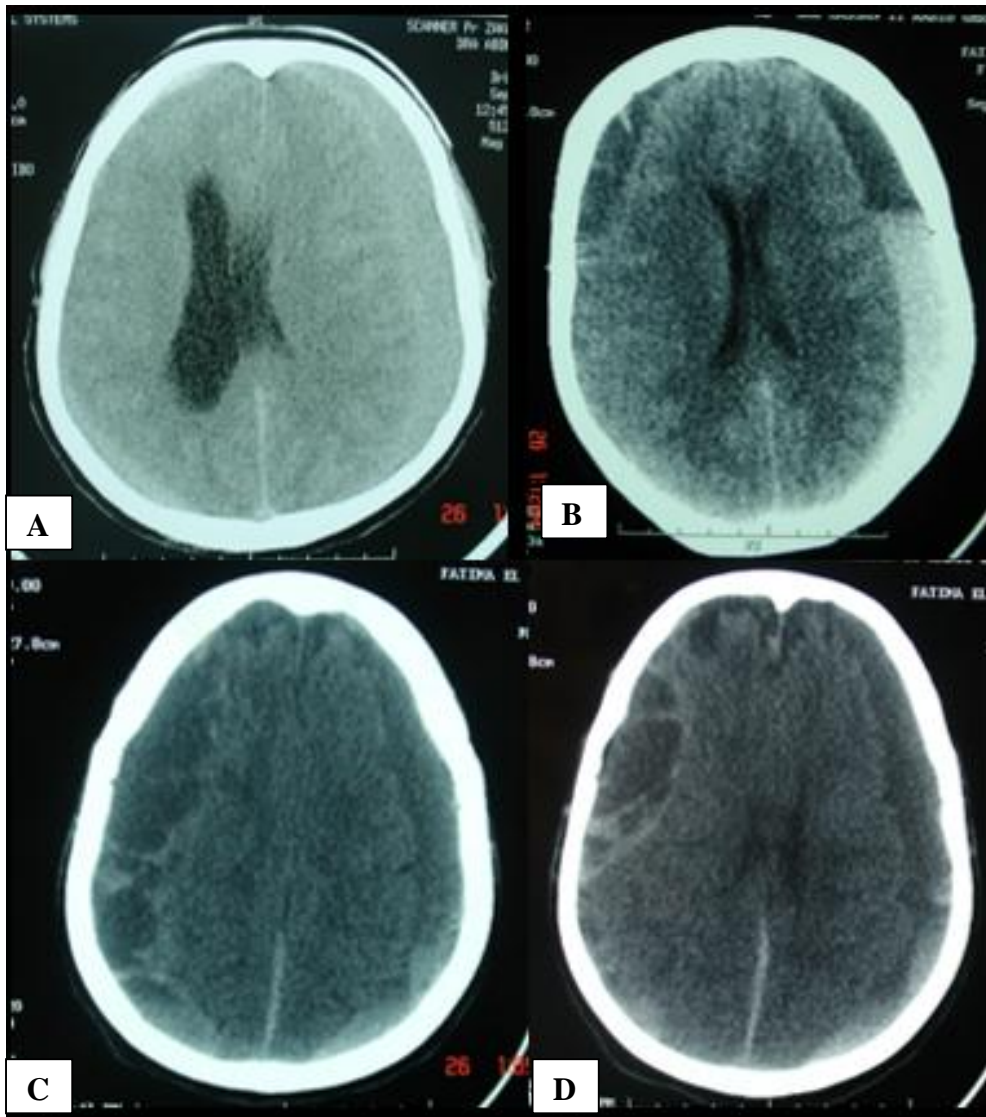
TDM cérébrale sans injection de contraste montrant en :
